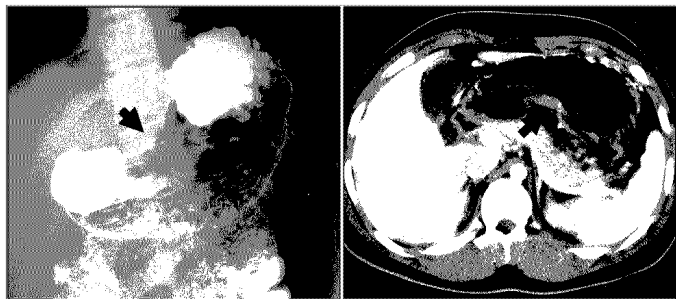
On the upper gastrointestinal contrast study of 15-year-old male gastric cancer patient (Case 1), ulcerofungating mass was found from gastric high body to proximal antrum, lesser curvature side (A). The computed tomograph from the patient shows diffuse wall thickening and enhancement of posterior wall of gastric angle, lesser curvature side. Small regional lymph nodes were found at perigastric area around primary mass, but there was no evidence of distant metastasis on the computed tomography (B).
